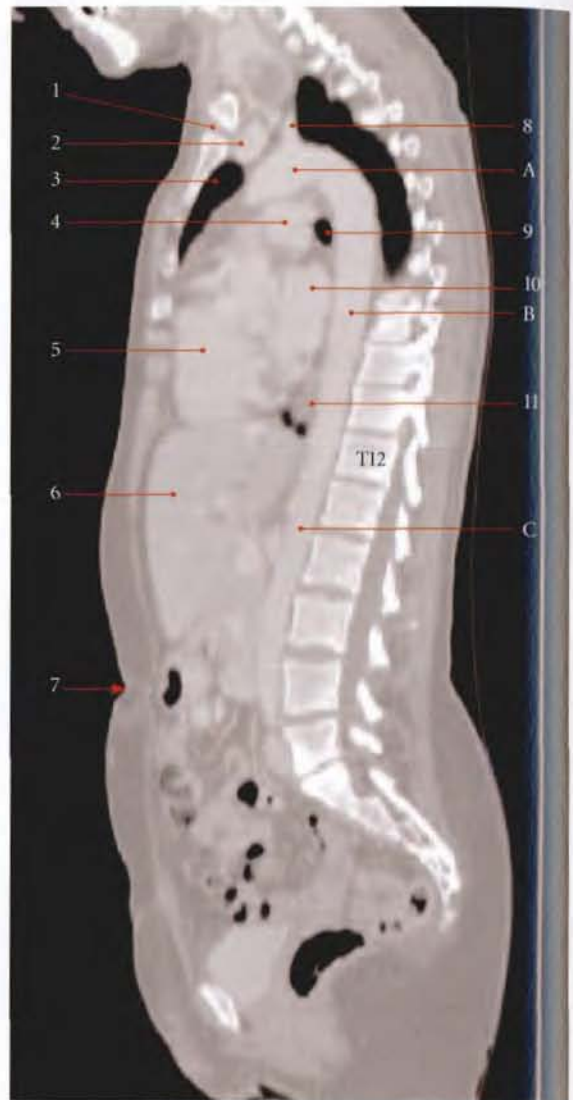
Coupe sagittale TDM du tronc (cliché Dr Th. Diesce)
